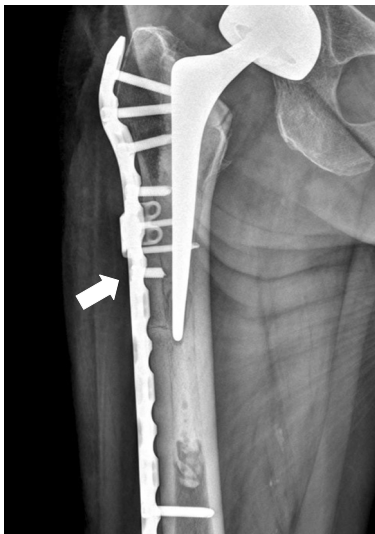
Postoperative radiographs shows use of a blunt tip screw (arrow) to avoid cement mantle damage.
